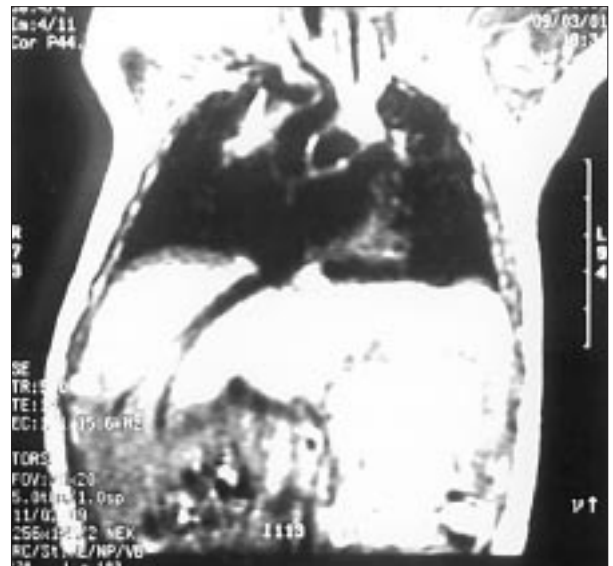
Resonancia magnética nuclear torácica. Corte coronal en la aurícula izquierda donde se aprecia la prominencia de la orejuela.
